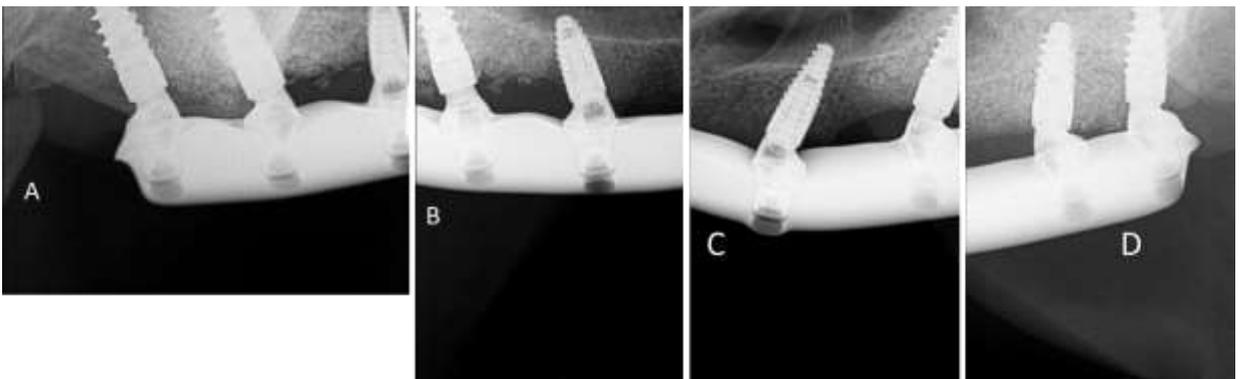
Asentamiento pasivo barra de titanio (A) Radiografía peripical pza 16-14 (B) Radiografía peripical pza 14-13 (C) Radiografía peripical pza 23 (D) Radiografía peripical pza 26-24.
